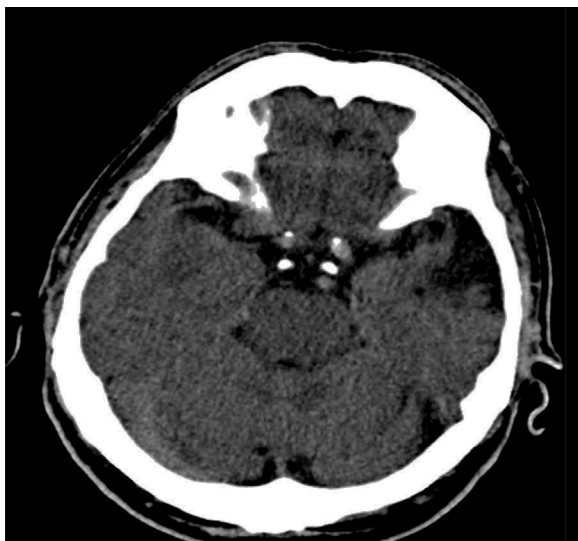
TAC cerebral simple, que muestra área de encefalomalacia temporal izquierda.
